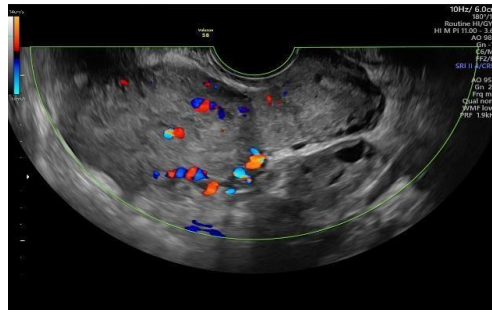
Control ecográfico con aplicación de Doppler color una semana después de la embolización.
